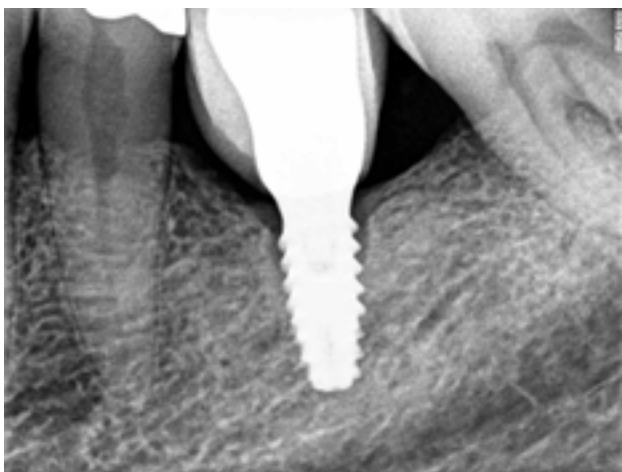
Caso 3: Radiografía periapical inicial.
